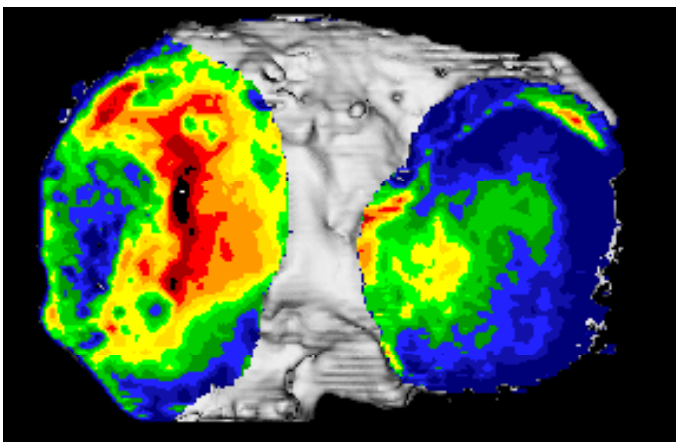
Ausgeschnittene Gelenkflächen projiziert auf das CT-Bild des Tibiaplateaus
